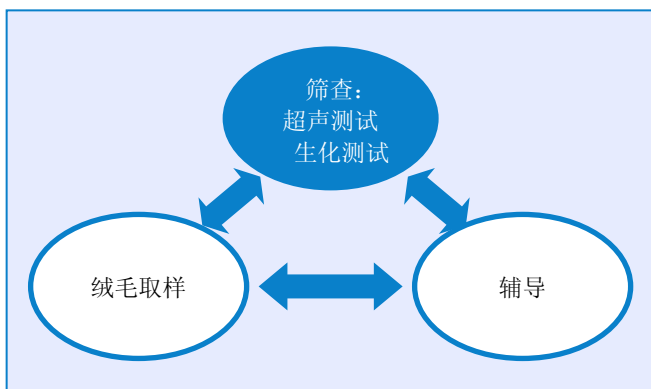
染色体异常的风险评估，可结合孕妇年龄、11-13<sup>6</sup>周超声之胎儿NT厚度及鼻骨，及孕妇血清中游离 $\beta$ -hCG及PAPP-A水平等数据计算。这项综合筛查可以一站式的形式进行(one-stop clinics for assessment of risk, OSCAR)。经过辅导后，孕妇可决定是否进行绒毛取样来作染色体核型分析。而绒毛取样亦可在与OSCAR同一次的探访中进行。
